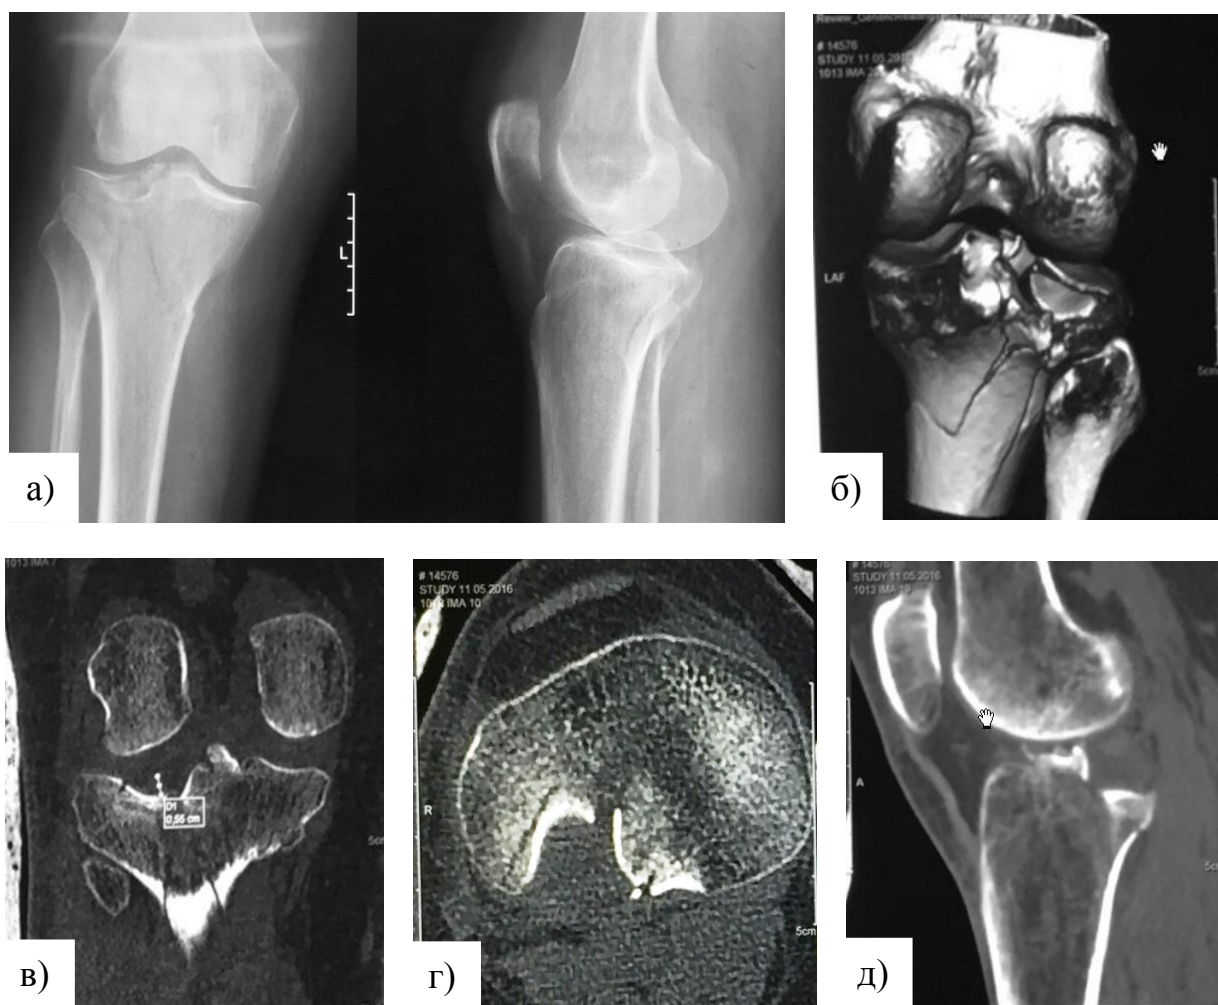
Первичные рентгенограммы и срезы компьютерной томографии (КТ) правого коленного сустава пациентки К., 59 лет: а – рентгенограммы в прямой и боковой проекциях; б – трехмерное КТ изображение с целенаправленным выведением латерального мыщелка ББК; в – фронтальный срез КТ; г – аксиальный срез КТ; д – сагиттальный срез КТ.
